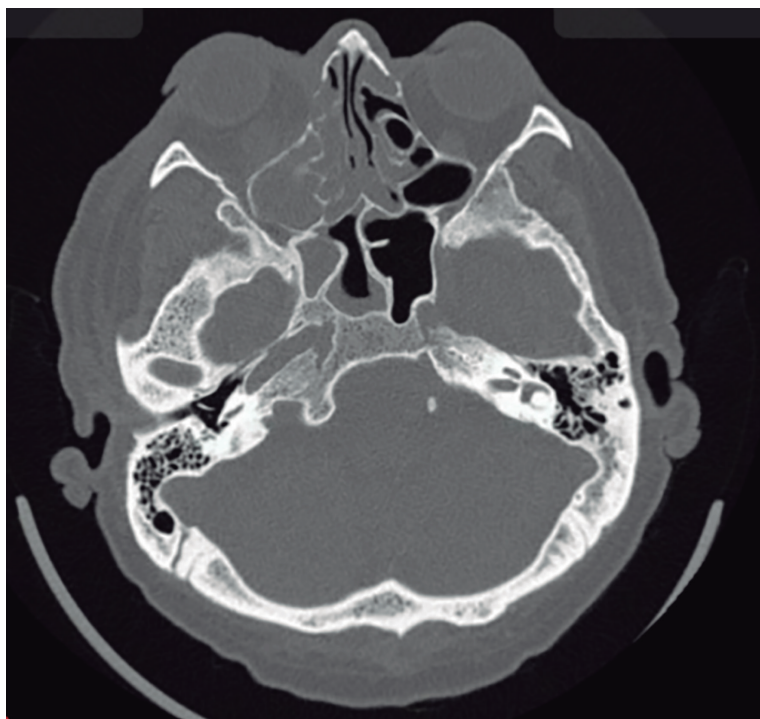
Tomografía axial computada de cerebro y senos paranasales, con evidencia aumento de volumen y densidad en partes blandas periorbitarias derechas y compromiso inflamatorio etmoido-maxilar bilateral, compatible con sobreinfección fúngica sugerente de mucormicosis
